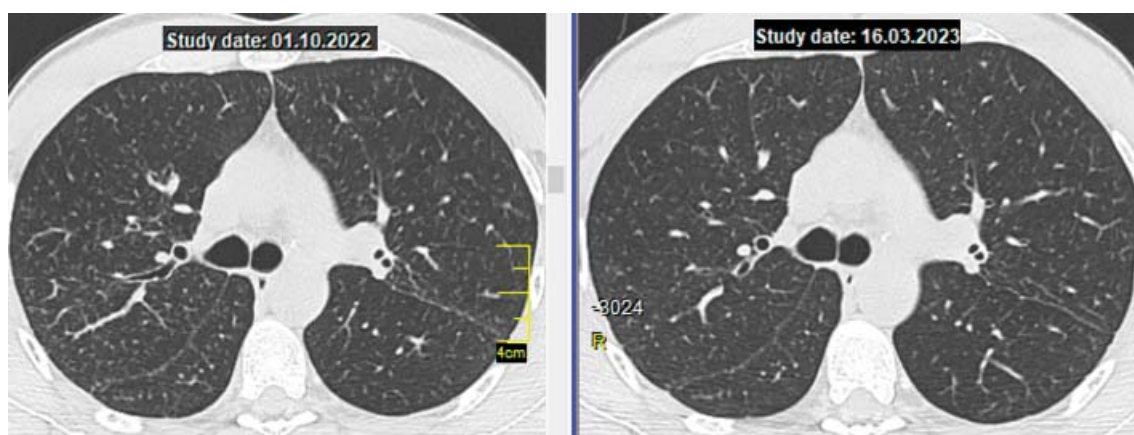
КТ ОГП пацієнта Х. на рівні біфуркації трахеї через 6 та 12 місяців після завершення комбінованої терапії МТХ та ГХ: КТ-картина в легенях стабільна.
